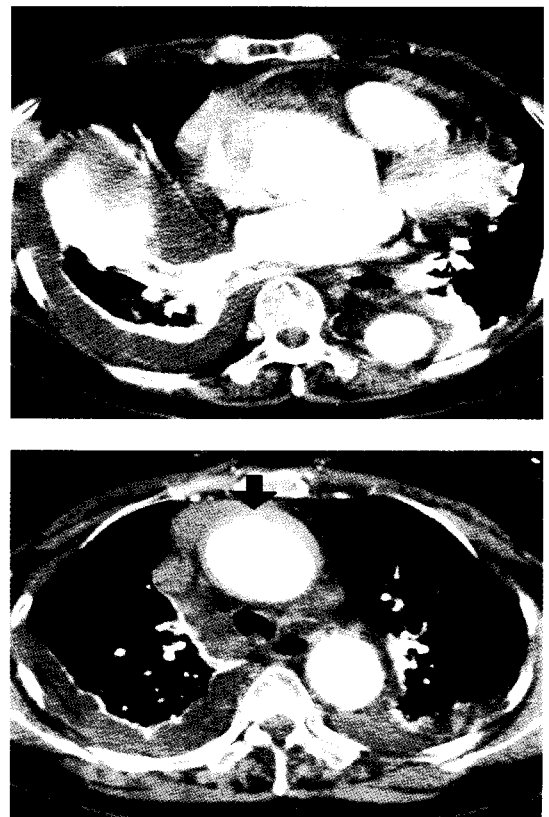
Preoperative chest CT angiography shows hemopericardium(A) and focal out bulging (black arrow) in the ascending aorta(B).
